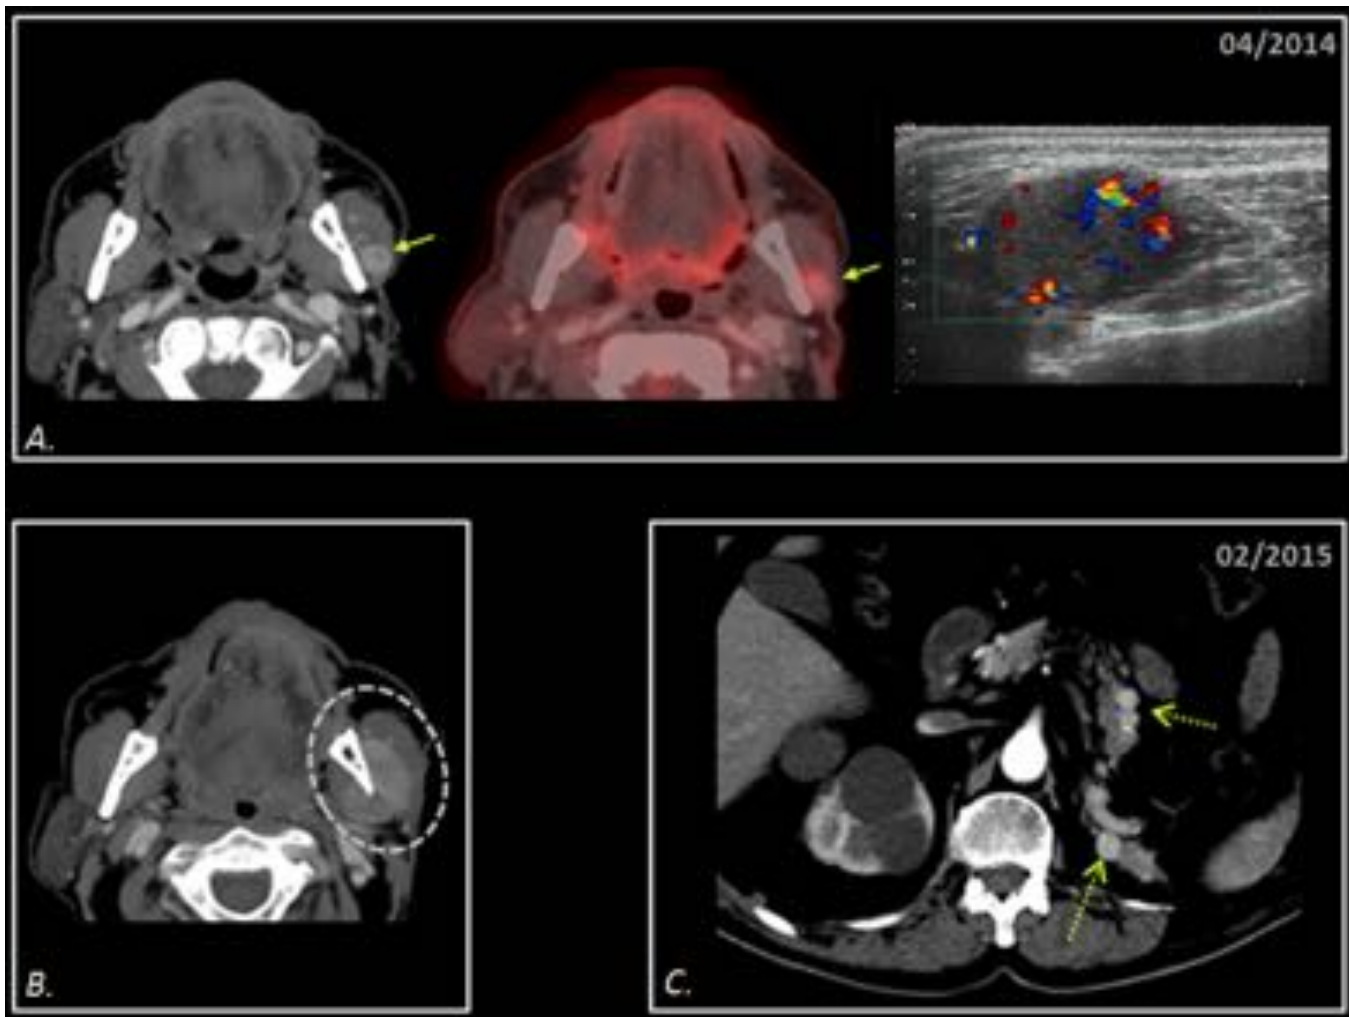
Hombre de 73 con historia de carcinoma renal en remisión completa desde hace 10 años. A) TC cervical, PET TC y ecografía. Nódulo sólido con realce homogéneo, ligeramente hipermetabólico y con doppler en su interior en músculo masetero izquierdo (flechas). B) TC cervical y (C) abdominal control. Progresión a masa infiltrativa del espacio masticatorio con osteolisis de rama mandibular izquierda(círculo) y aparición de nódulos hipervasculares en cuerpo y cola pancreática (flechas punteadas).
